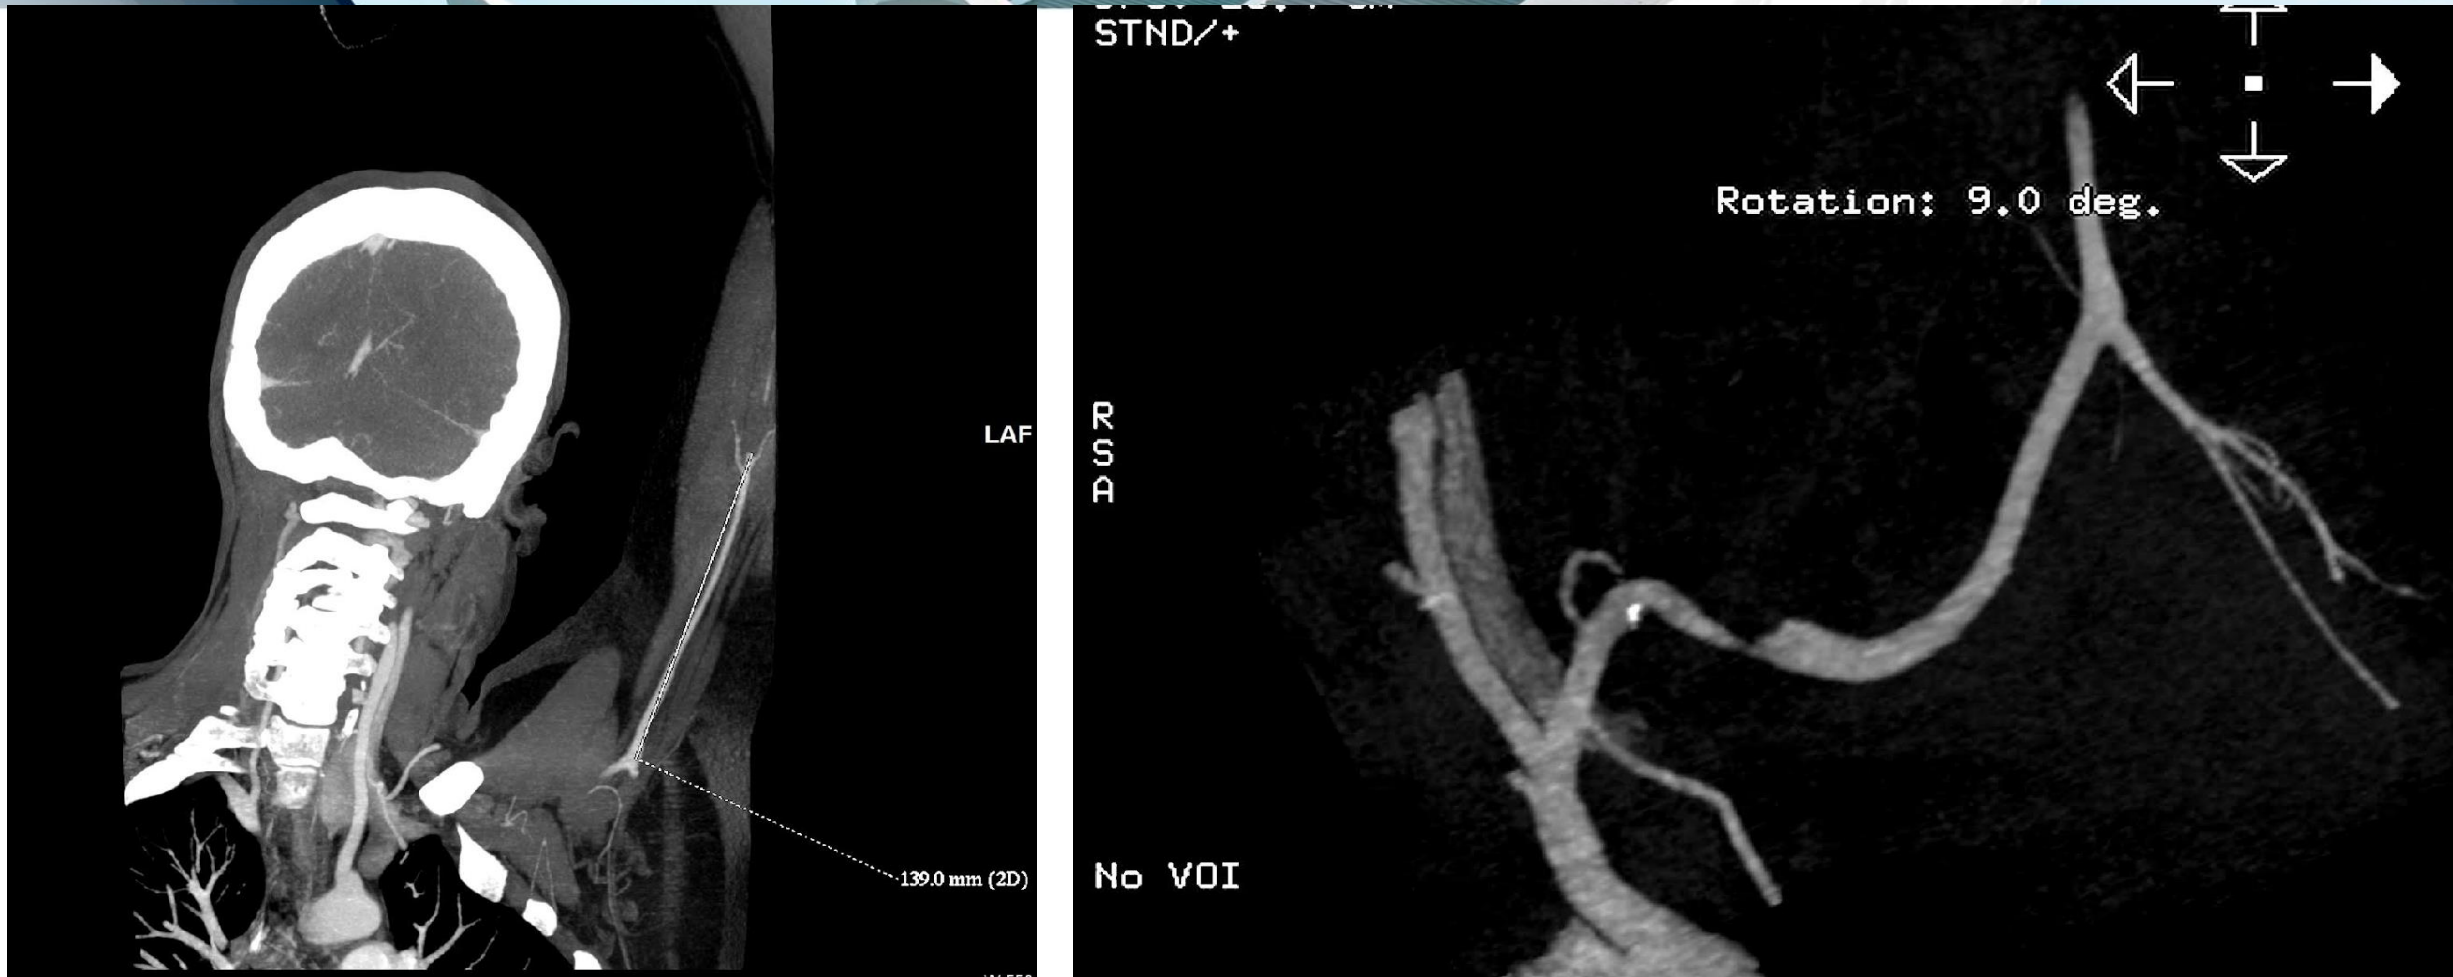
Angio-TC de la misma paciente con oclusión de la arteria braquial desde su tercio proximal, con colaterales que repermeabilizan distalmente en arterias cubital y radial. Se confirman los hallazgos del eco-Doppler. Tras realizar maniobra provocativa se identifica muesca compresiva segmentaria sobre la arteria subclavia izquierda justo en el paso del desfiladero torácico, entre la costilla cervical y la clavícula.
